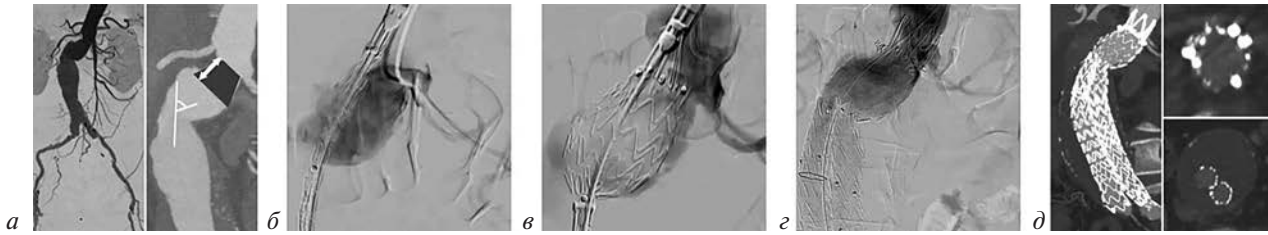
Эндопротезирование при комбинации факторов неблагоприятной анатомии проксимальной шейки: *a* – МСКТ-аортография аорты: обращает на себя внимание длина (12 мм), форма (коническая с расширением книзу) и угол (80°) проксимальной шейки; *б, в* – точная имплантация эндографта по нижнему краю наиболее каудально расположенной почечной артерии с применением техник, улучшающих проксимальную позицию эндопротеза; *г* – контрольная ангиография после эндофиксации графта, отмечается незначительное эндоподтекание 4 типа; *д* – контрольная МСКТ-аортография через 1 мес: позиция стент-графта удовлетворительная, эндоликв не отмечается
